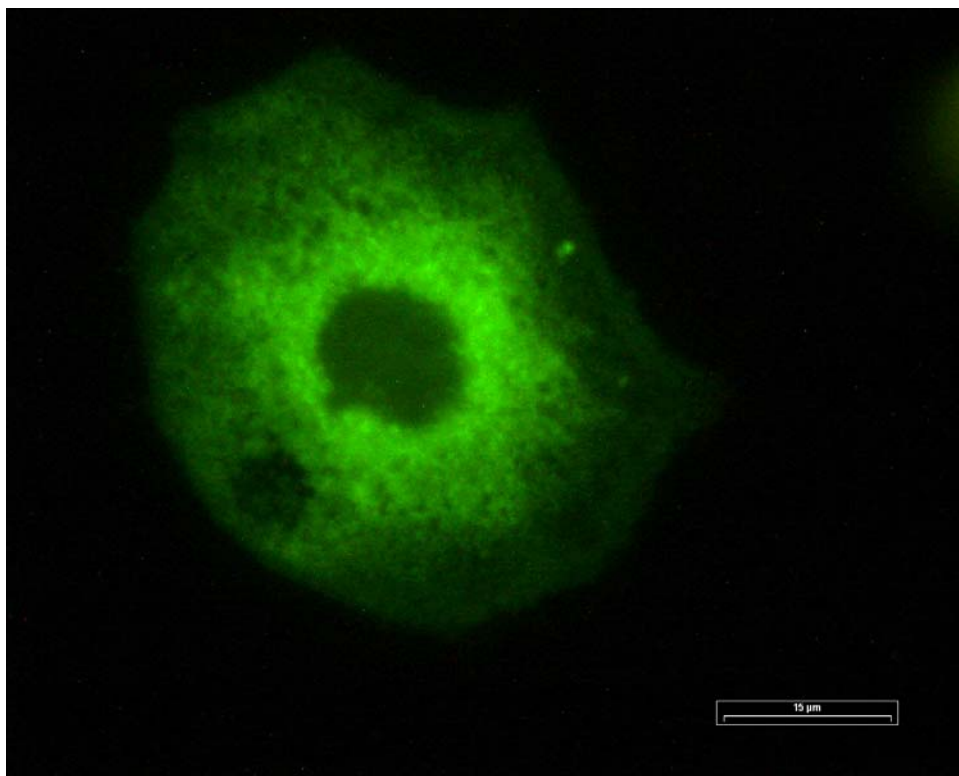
Immunhistochemische FITC-Darstellung der β -Tubulinkomponente des Cytoskeletts nach Behandlung von BT-20-Zellen im Wasserbad für 4 Minuten bei 65°C. Die Färbung erfolgte 1 h nach der Wärmebehandlung; Meßbalken: 15 μm
